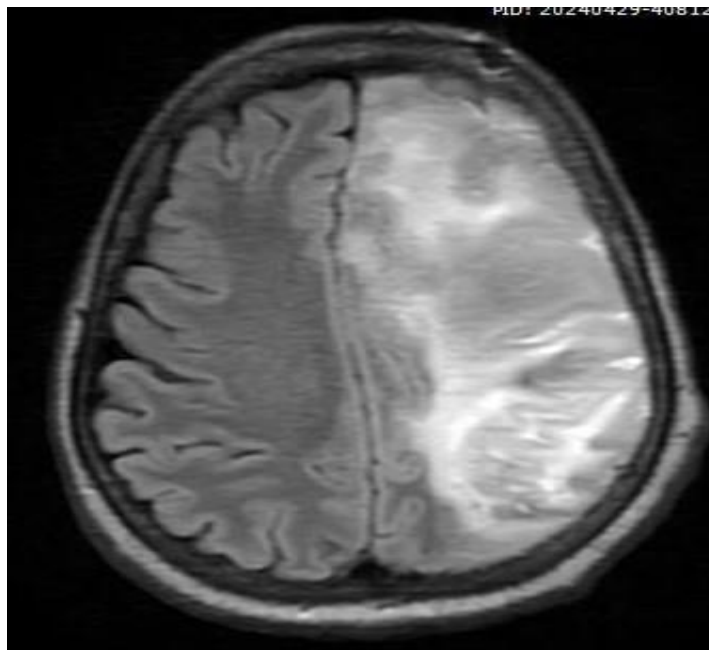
IRM cérébrale coupe axiale en séquence Flair, objectivait une plage d'hyper signal du territoire superficiel et profond de l'artère cérébrale moyenne gauche.
